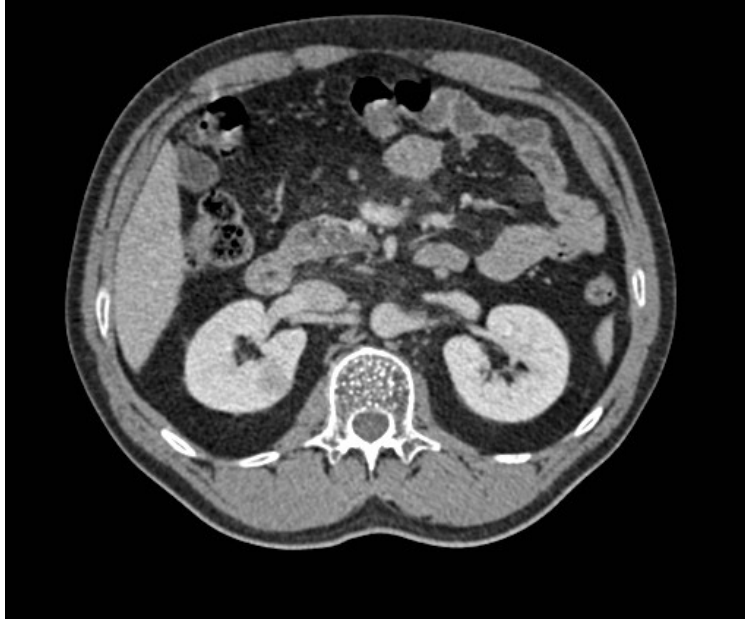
Tomografía computarizada abdómino-pélvica donde se objetiva una pequeña masa renal de 3 cm de longitud localizada en el tercio superior del riñón derecho, única y con bordes bien definidos.
